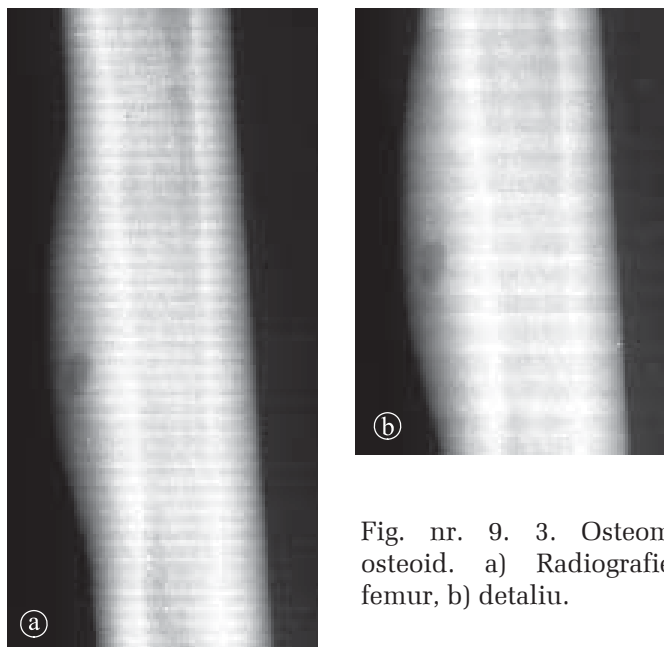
3. Osteom osteoid. a) Radiografie femur, b) detaliu.
